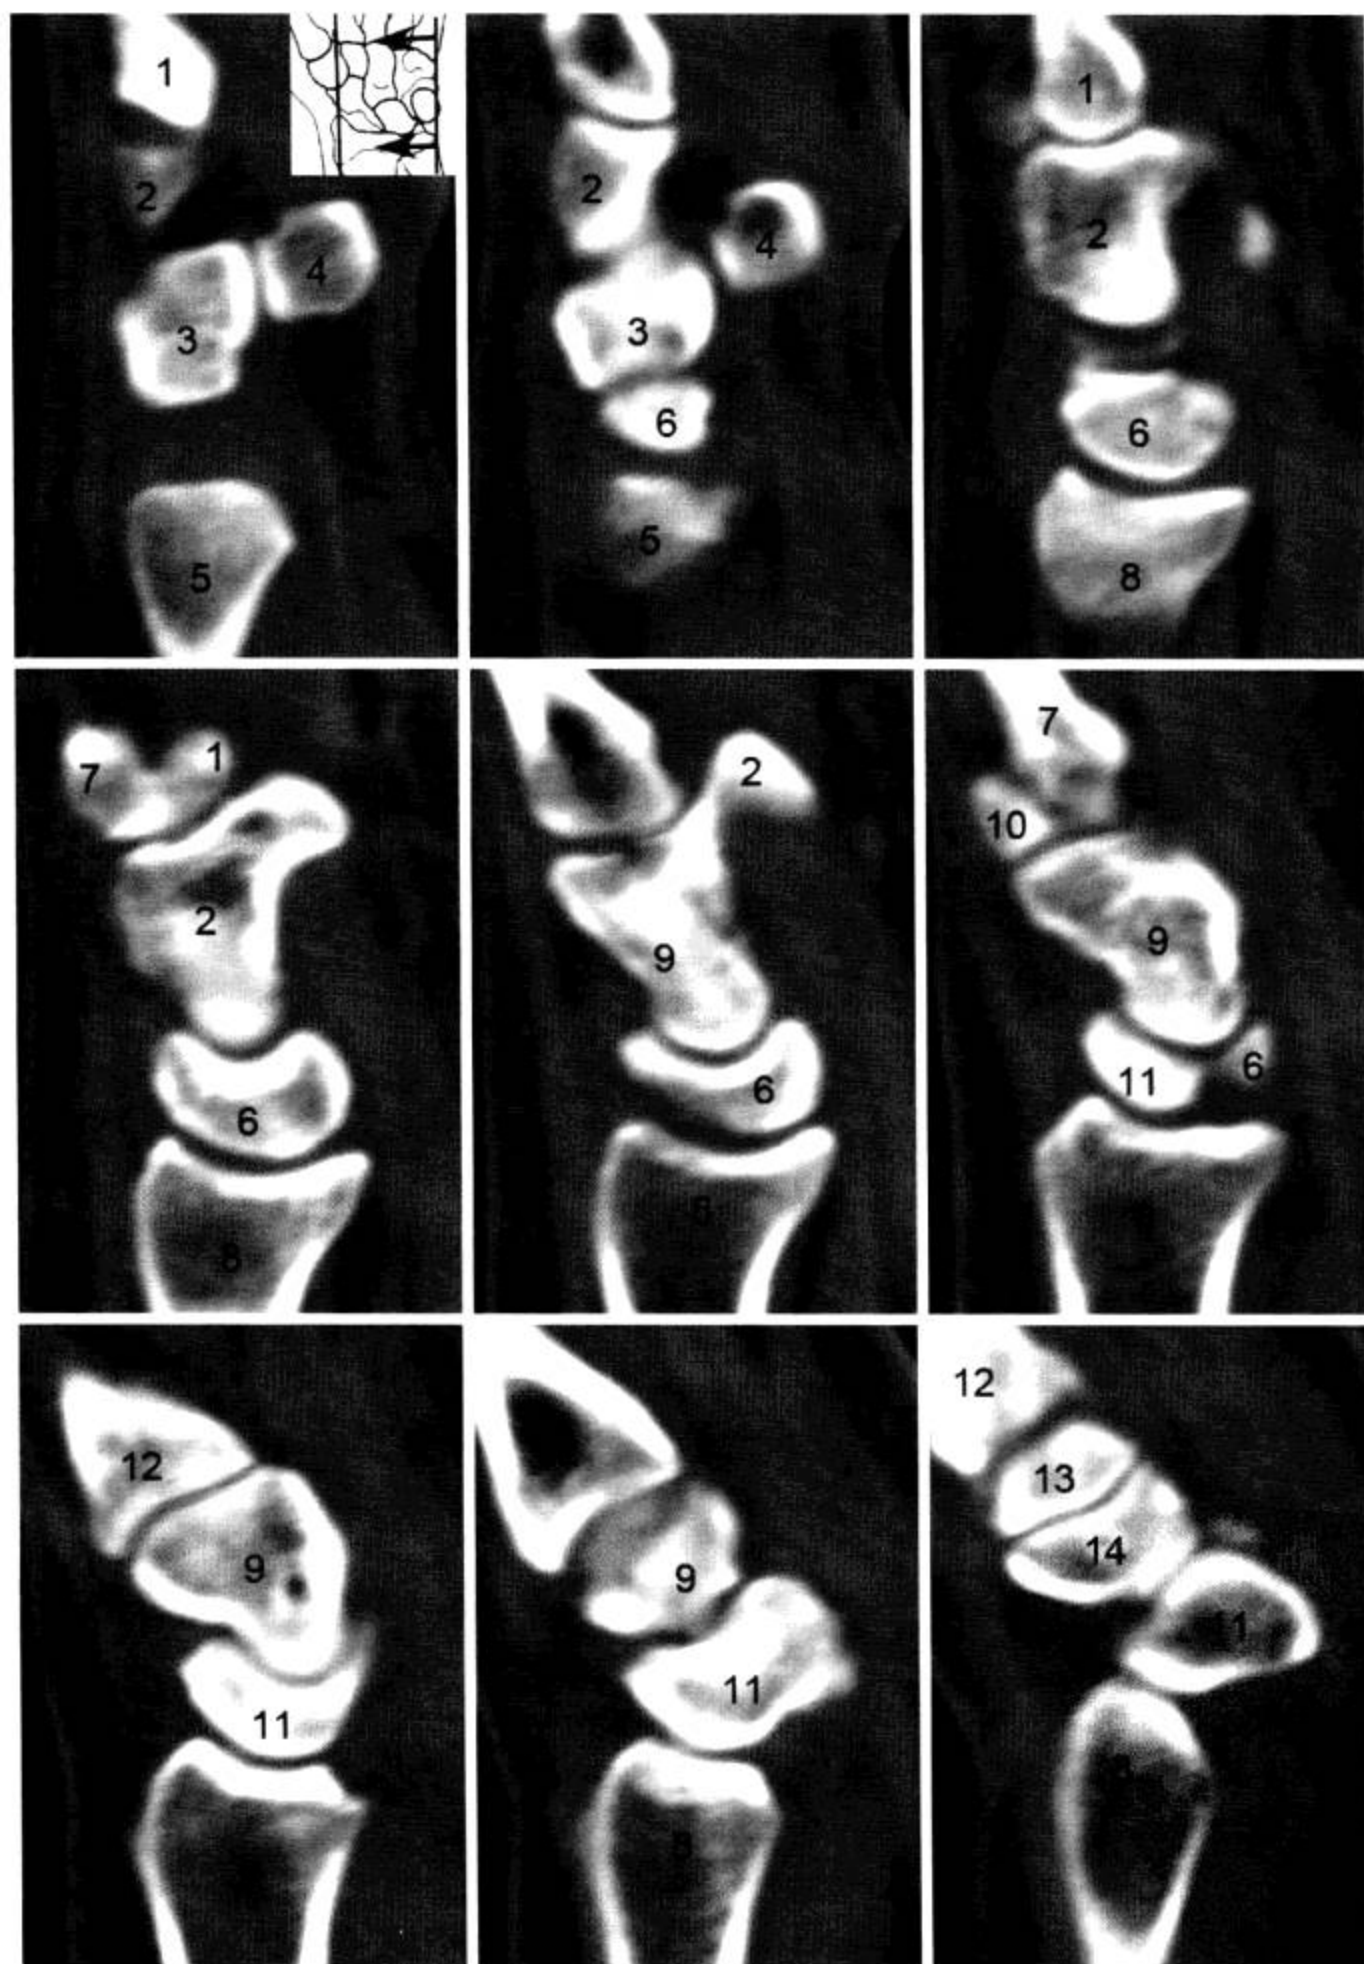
腕关节 CT 矢状面重组 (窗宽 1 000 Hu, 窗位 150 Hu)
